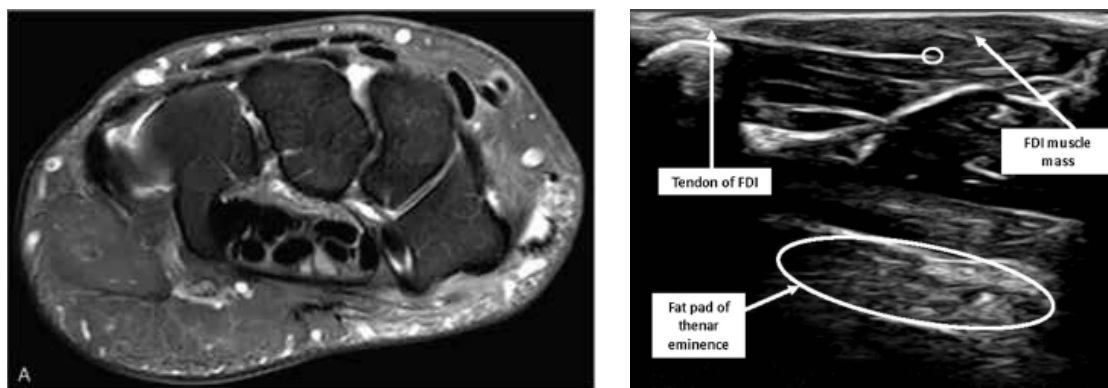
A gauche, image obtenue par résonance magnétique d'un poignet en vue transversale montrant l'anatomie des différents tendons passant par le poignet. Tiré de (REHWALD et al. 2020). A droite, image obtenue par échographie montrant le ventre musculaire du premier interosseux dorsal, ainsi qu'un point de référence utilisé pour suivre la longueur du muscle. Tiré de (INFANTOLINO et CHALLIS 2014)
